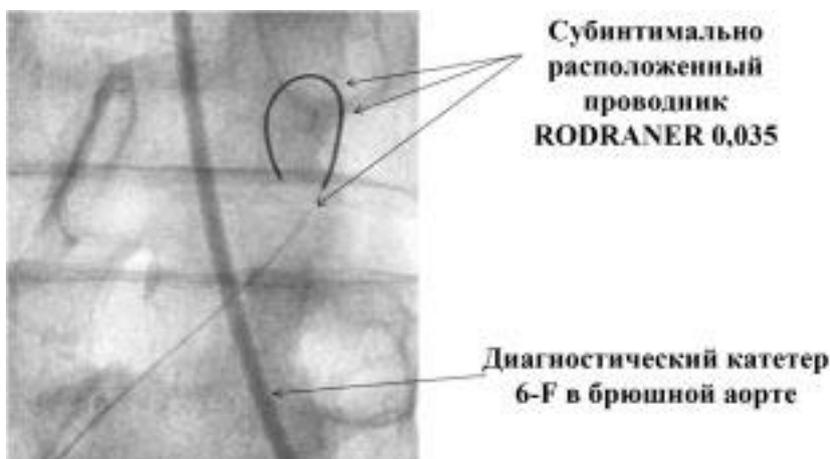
Обзорная рентгенограмма при неудаче реканализации ОПА справа.
